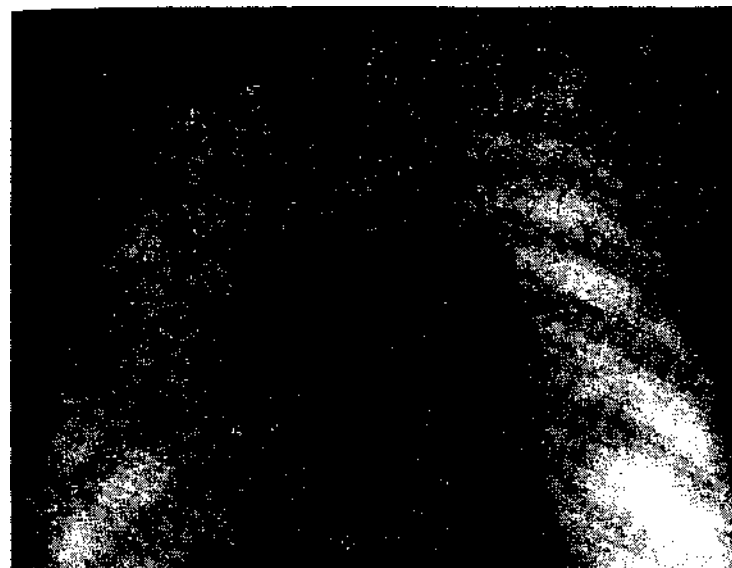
Рентгенограмма больного Р.
